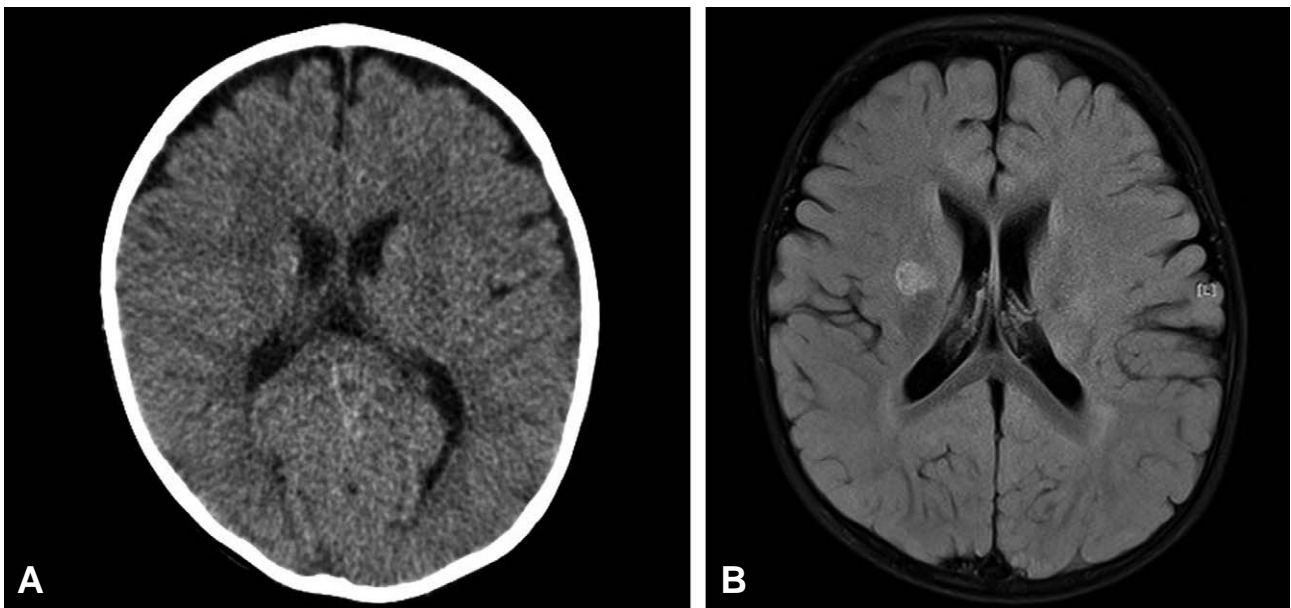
This brain computed tomography and magnetic resonance imaging suggested diffuse axonal injury on basal ganglia. (A) Diffuse axonal injury in both basal ganglia on brain computed tomography (B) High signal change on T2WI/Flair in basal ganglia
